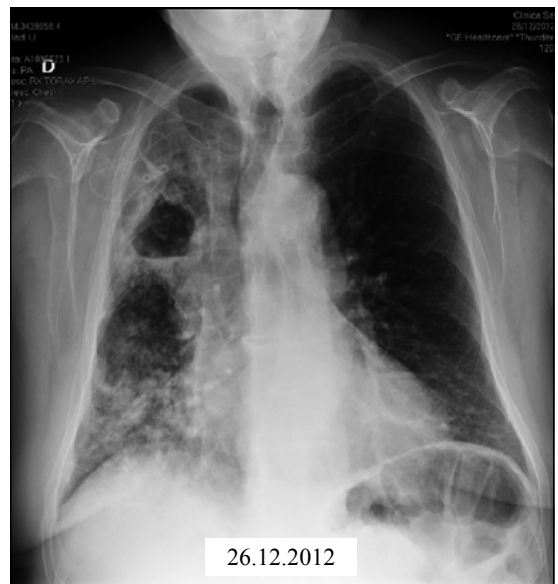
Radiografía de tórax que muestra progresión de las imágenes del lóbulo superior derecho con cavitación y contenido en su interior.
